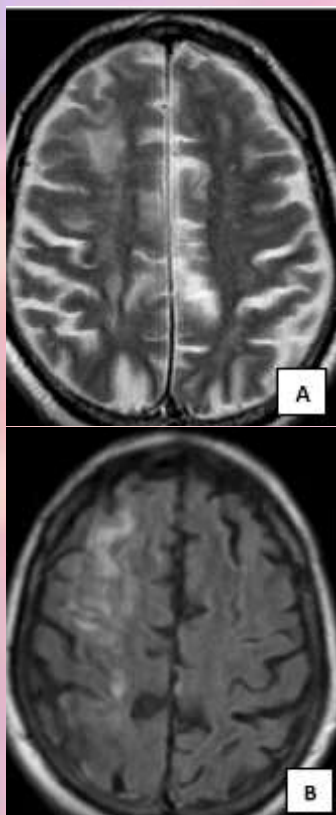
As imagens axiais de Ressonância Magnética do encéfalo evidenciam áreas de hiperintensidade nas sequências T2 (A) e FLAIR (B), envolvendo a substância branca supratentorial e região córtico-subcortical do hemisfério cerebral direito
